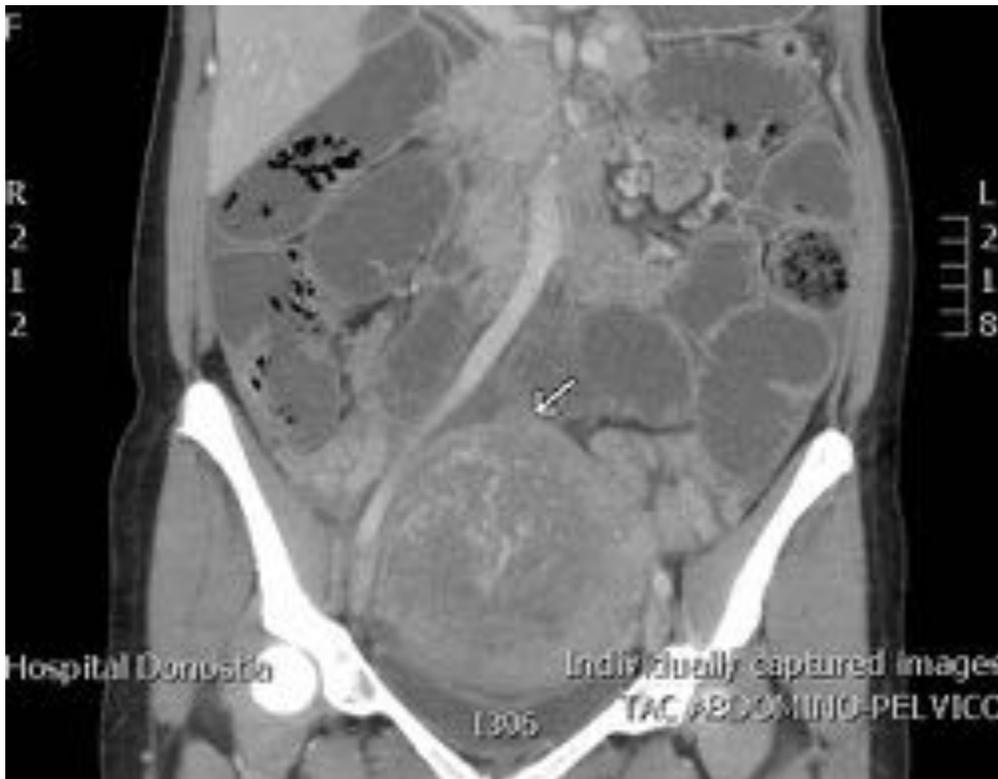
Fig 13. Púerpera tras parto instrumental y largo con dolor abdominal. En la imagen coronal del TC con contraste se identifica una zona de baja atenuación que protruye en el fundus uterino. Asas dilatadas sin identificarse punto de obstrucción. Ruptura uterina con peritonitis.
